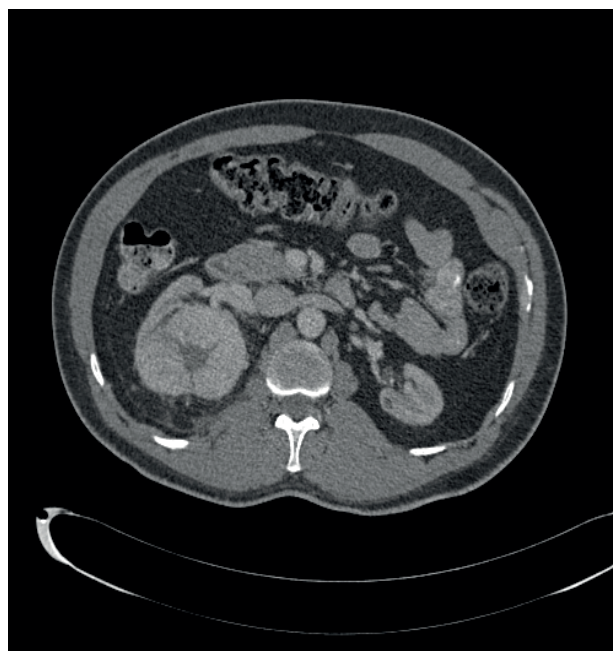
CT scan of patient
